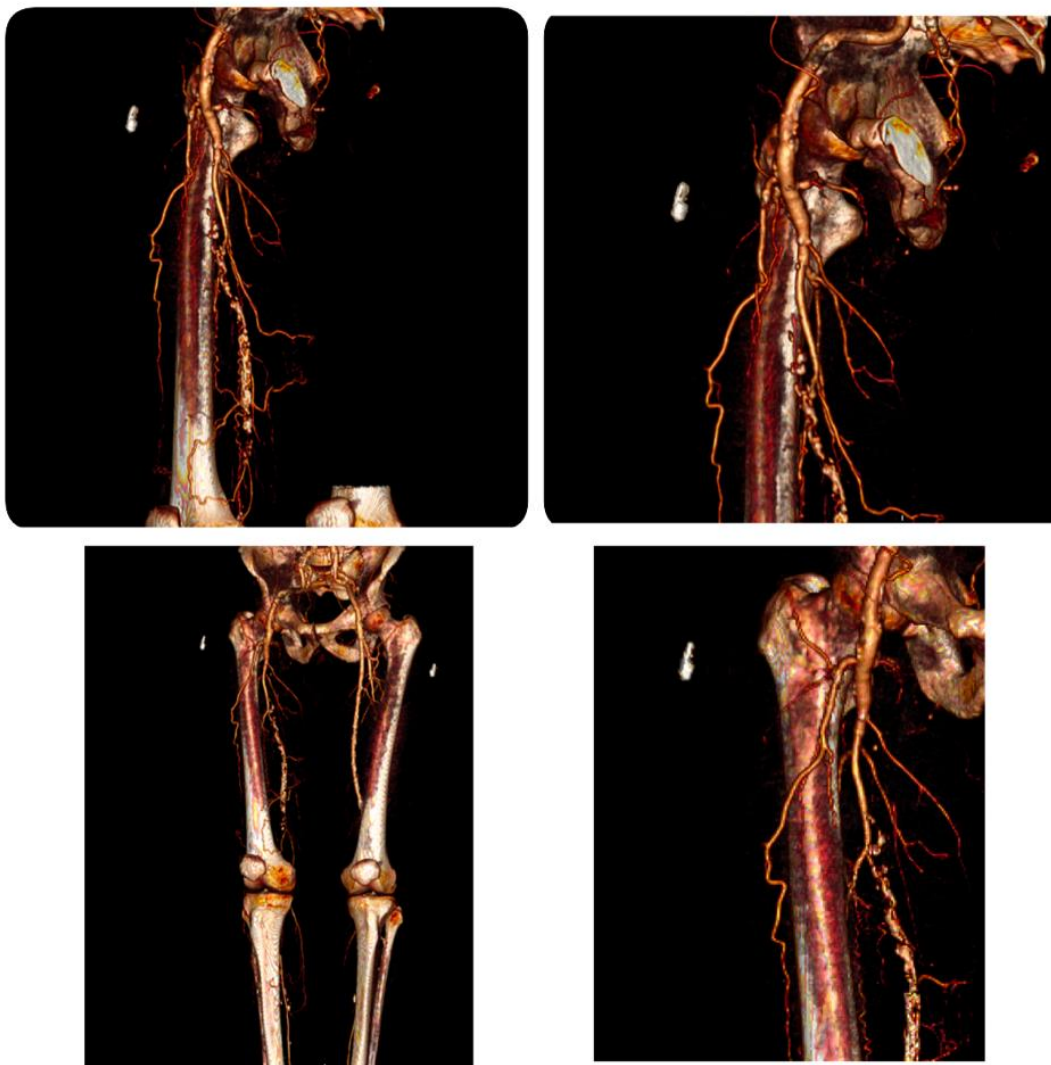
КТ-ангиография после реконструкции
